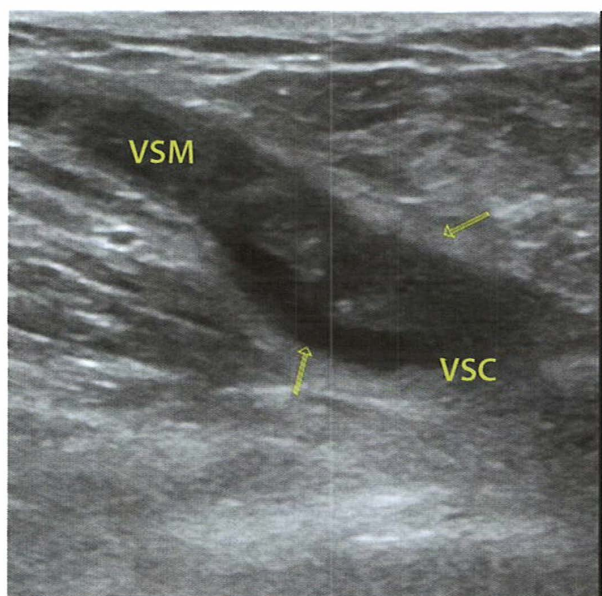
Imagine Echo Doppler. VSC, venă safenă centrală; VSM, vena safenă mare.
